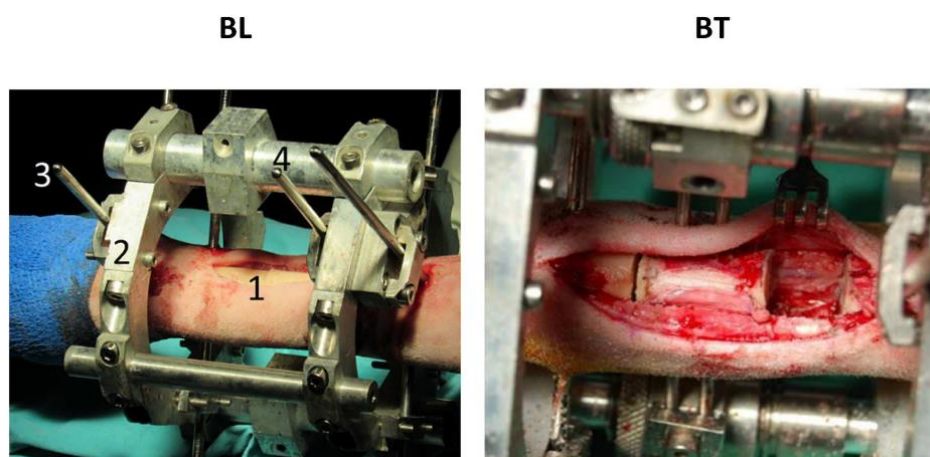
metatarso destro di una pecora dopo osteotomia sottoposto ad allungamento osseo classico (BL) a sinistra e a trasporto osseo (BT) a destra.
